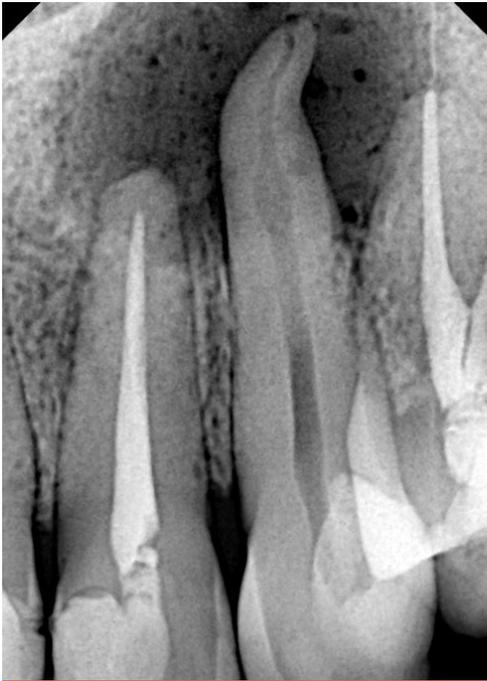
Lesão periapical extensa e reabsorção interna no terço médio-apical.
